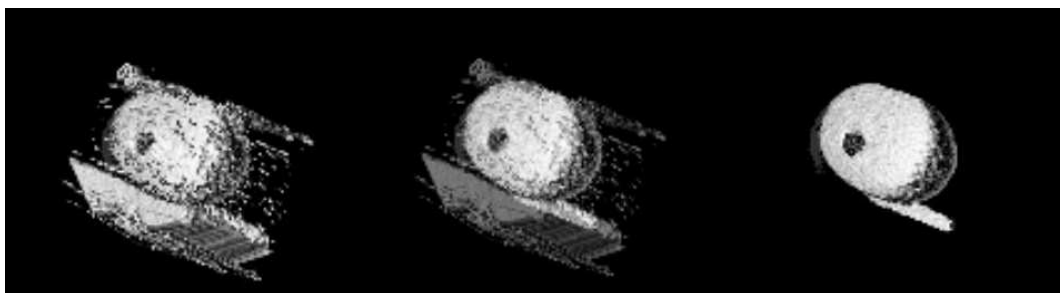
Dreidimensionale Fusion eines registrierten CT-U/S Datensatzes ohne implantierte Katheter (von links nach rechts: U/S Volumen, CT Volumen, Überlagerung der registrierten Datensätze).
